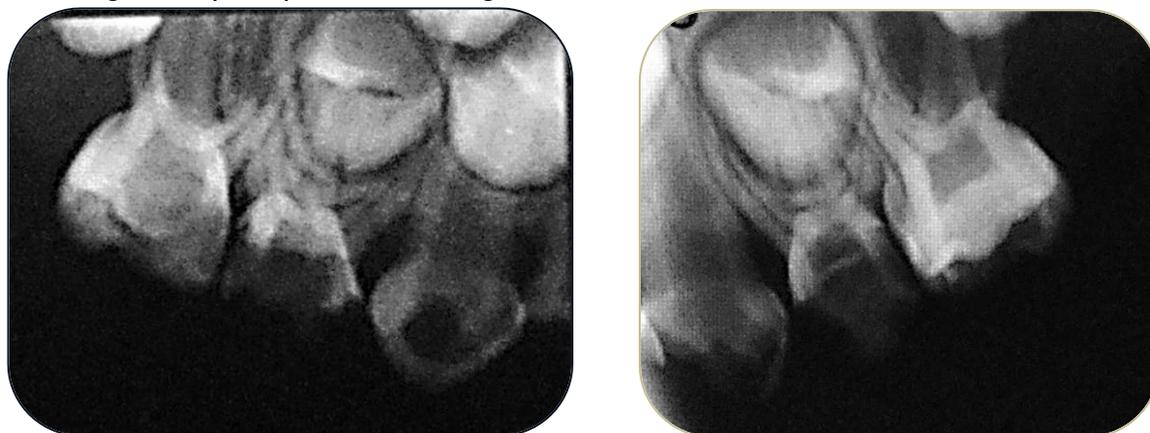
Rx. periapicales: Piezas 5,5;5,4;6,4; y 6,5.
